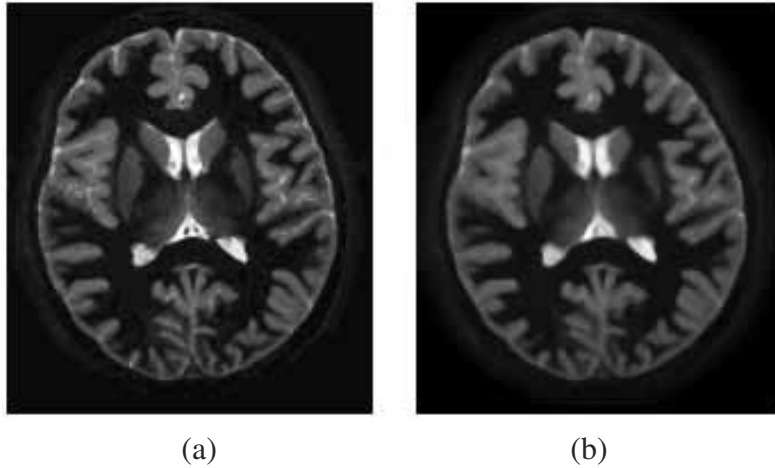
非刚体MRI图像配准数据。(a) 未形变的MRI初时数据；(b) 利用 T 变换的图像
